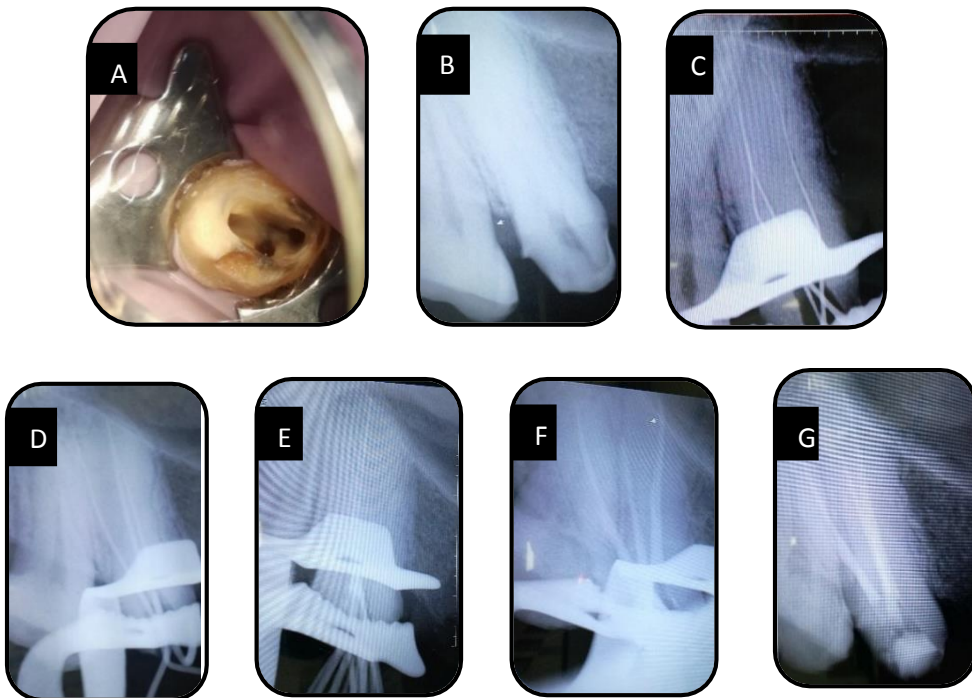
A) Fotografía acceso coronal, B) Fotografía de la radiografía inicial, C) Fotografía de toma de longitud de trabajo diente 16, D) Radiografía periapical de conometría, E) Radiografía periapical de penacho raíz palatina, F) Radiografía de penacho de las raíces vestibulares del diente 16, G) Radiografía periapical final de la endodoncia del diente #16.
